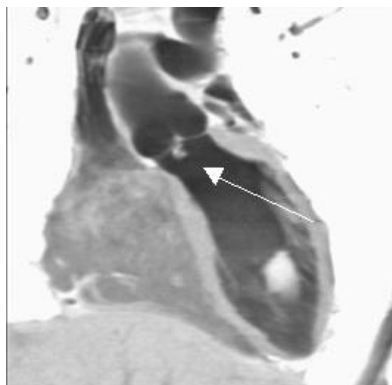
Вегетації на аортальному клапані за даними мультиспіральної комп'ютерної томографії
